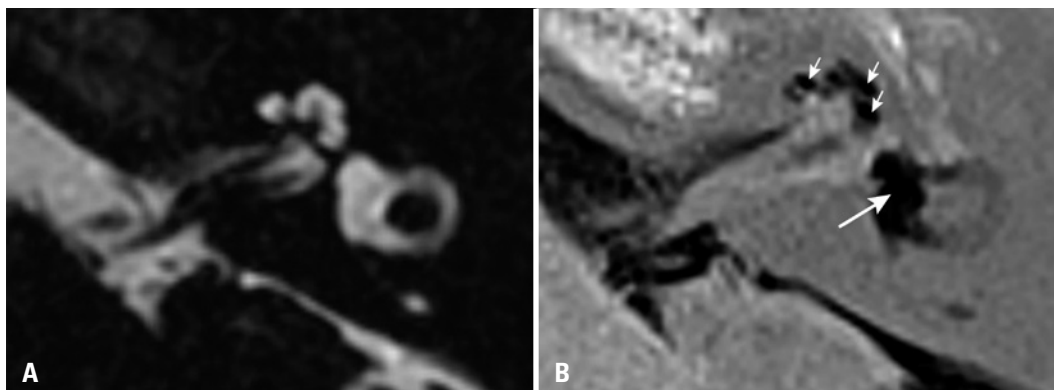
Imagens de ressonância magnética no plano axial do ouvido esquerdo de paciente diagnosticado com doença de Ménière. (A) Sequência altamente ponderada em T2 mostra o espaço dos fluidos labirínticos (soma dos espaços endolinfático e perilinfático). (B) Sequência *inversion recovery turbo spin echo with real reconstruction* (3D real-IR) 4 horas após administração intravenosa de gadolínio mostra distensão do sáculo e utrículo, que ocupam a maior parte da área vestibular (seta grande), e a distensão significativa do ducto coclear (setas pequenas)
